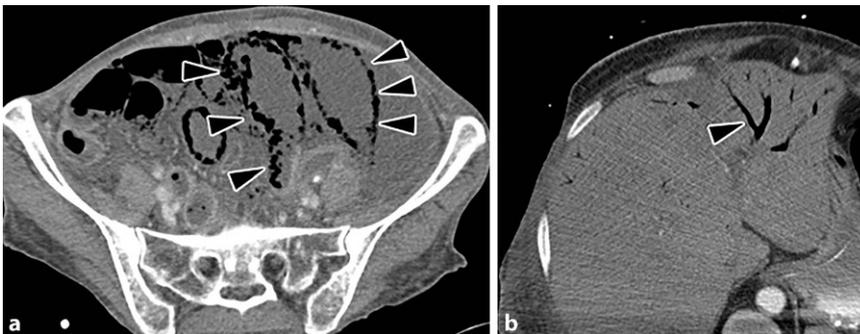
a Patient, der seit einer Woche Bauchschmerzen hat, die nun rapide zugenommen haben: In der Computertomographie zeigen sich eine Pneumatose (a, schwarze Pfeilspitzen) sowie Luft in den Pfortaderästen (b, schwarze Pfeilspitze) als indirekte Zeichen einer Mesenterialischämie
